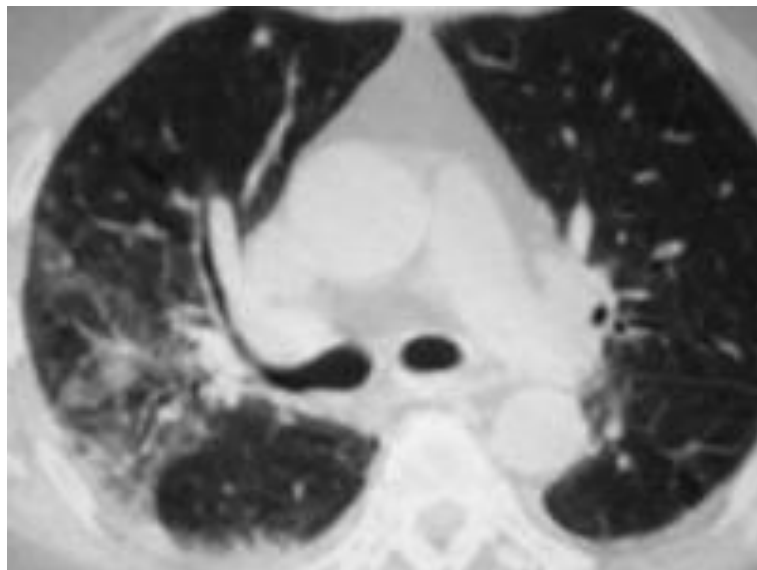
Tomografía computarizada de un paciente de 45 años de edad con *Chlamydia pneumoniae*, se muestra el infiltrado en el lóbulo superior derecho<sup>40</sup>
